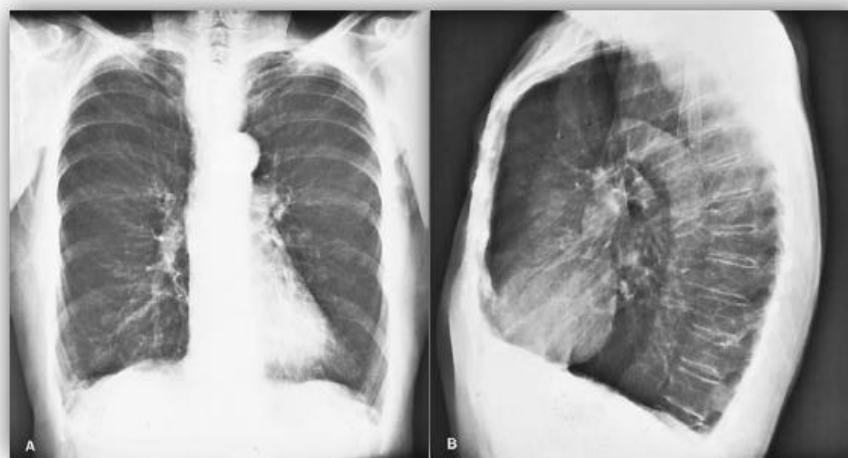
Radiografia PA (A) e lateral (B) do tórax de um paciente com DPOC. Retirada de (19).
